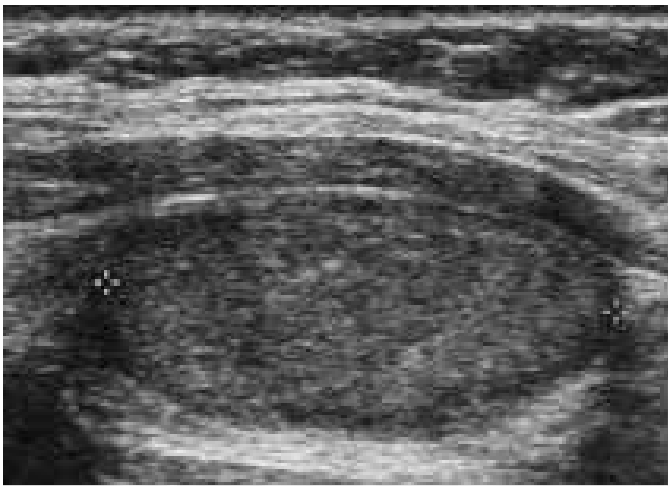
Ultrassonografia de uma mulher de 56 anos com um adenoma folicular benigno demonstrando o clássico padrão de nódulo oval homogêneo com uma fina cápsula.<sup>4</sup>
